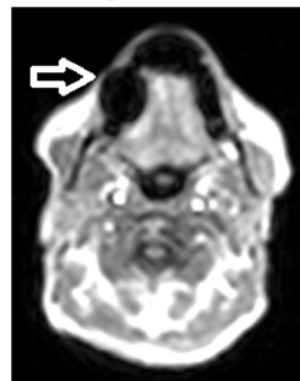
МРТ, Dixon 3D. Артефакты по причине наличия металлических зубных имплантов
